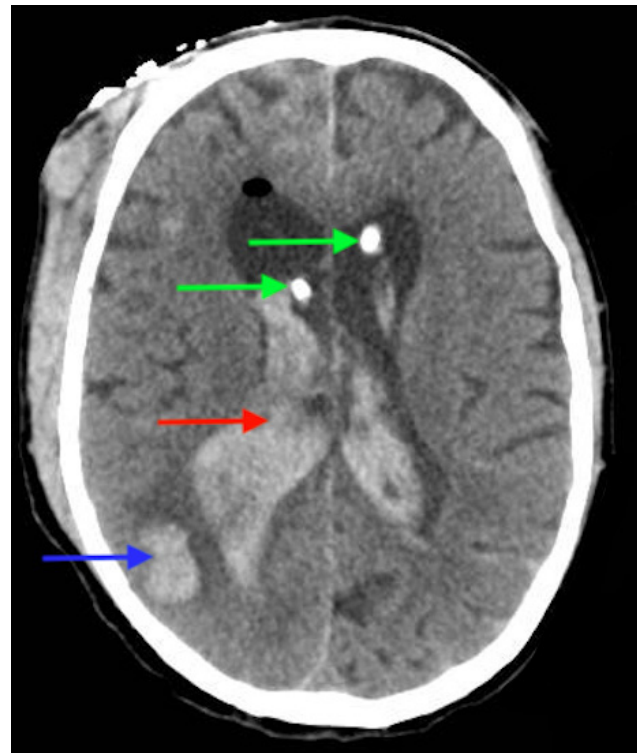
TC con drenaje ventricular externo bilateral
